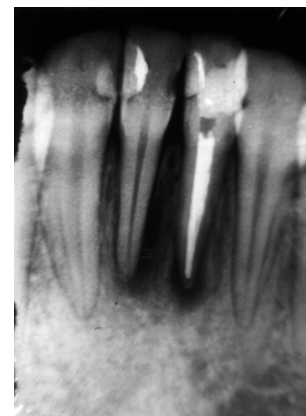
Radiografia para verificação da obturação do dente 31.
